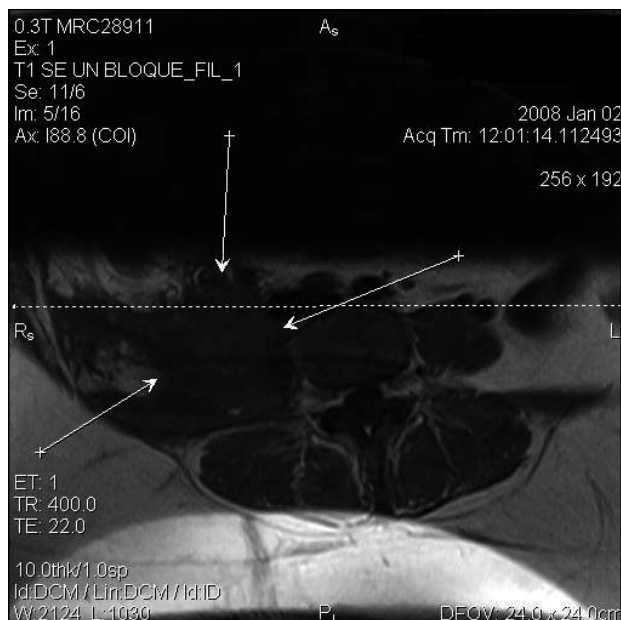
La resonancia magnética mostró una extensa afectación y desestructuración del músculo psoas derecho.
